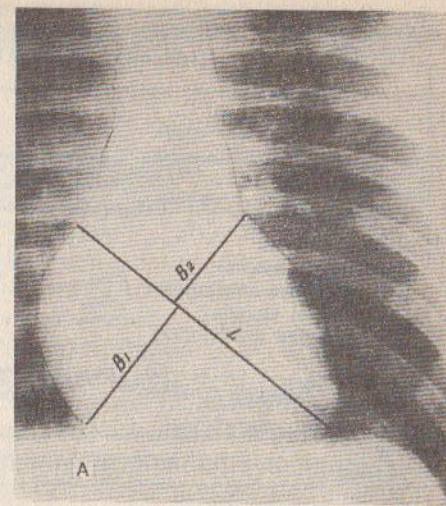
Телерентгенограммы сердца: А — фронтальная проекция; Б — сагиттальная проекция; $B_1 + B_2$ — «ширина»; L — длинник сердца; L_{max} — «глубина» сердца.
